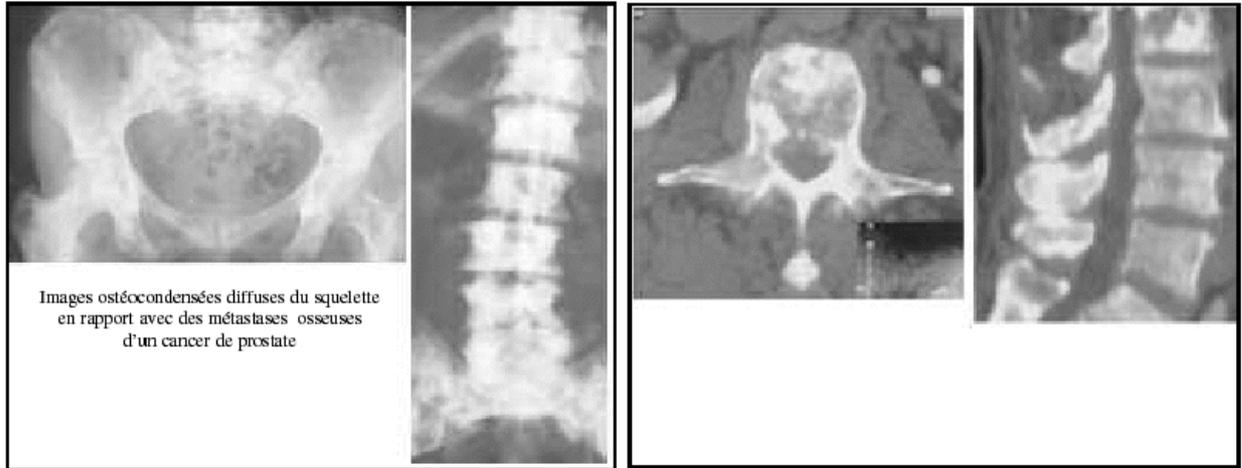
Aspect radiologique et TDM des métastases osseuses du cancer de la prostate.
